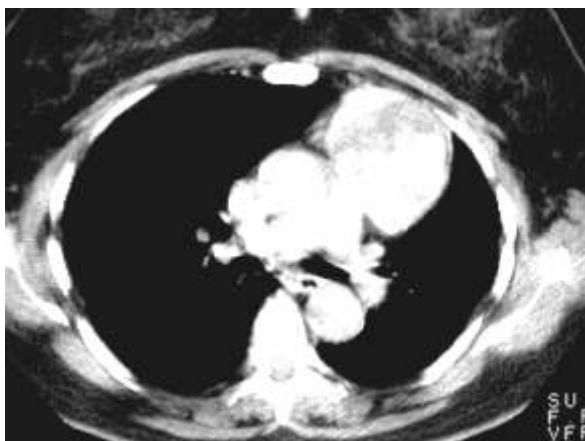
TC de tórax con contraste endovenoso: refuerzo heterogéneo
